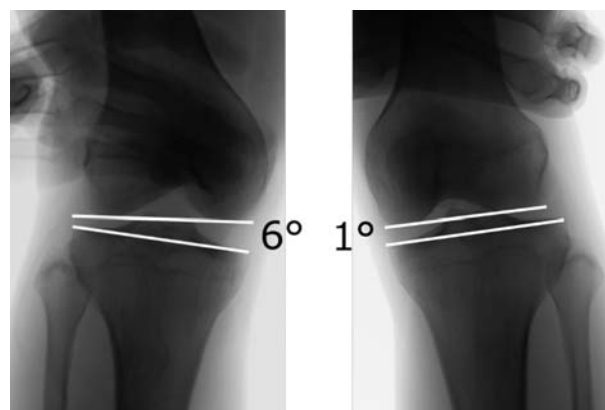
術前単純X線像(膝30°屈曲位外反ストレス)
